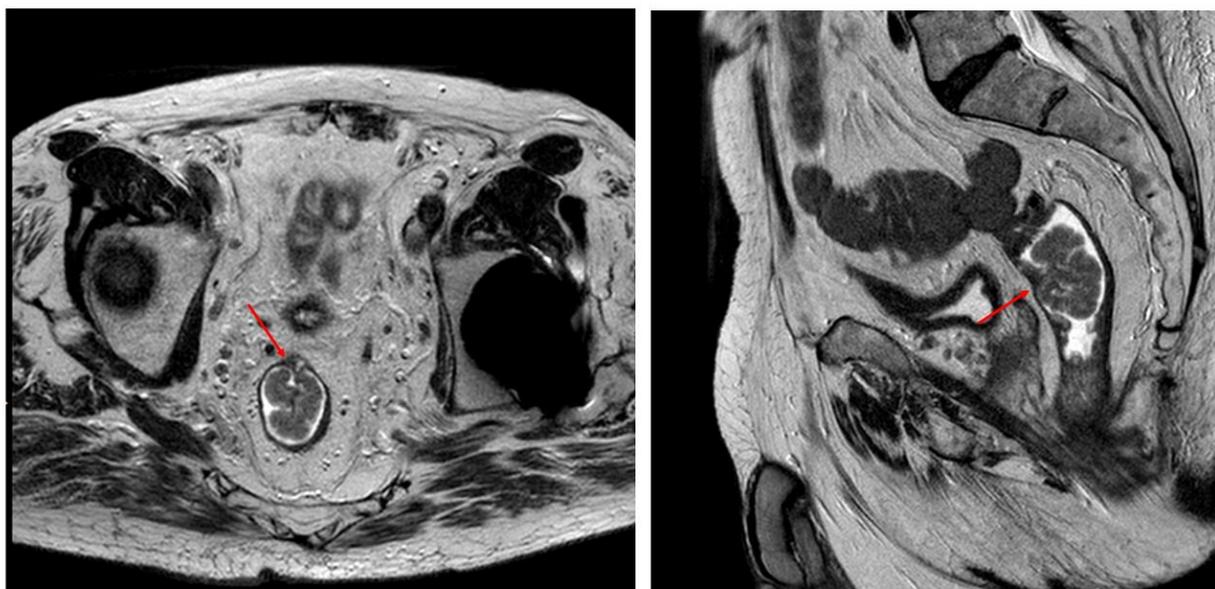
Магнитно-резонансная томограмма органов малого таза, сагиттальная и аксиальная проекции, T2 ВИ серии. Опухоль среднеампулярного отдела прямой кишки
